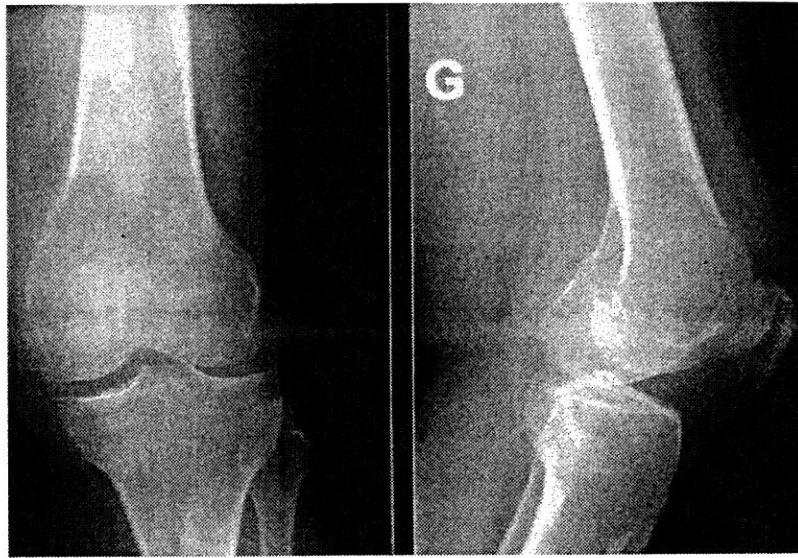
Cliché radiographique du genou face et profil :-Image lytique de l'extrémité inférieure du fémur.
